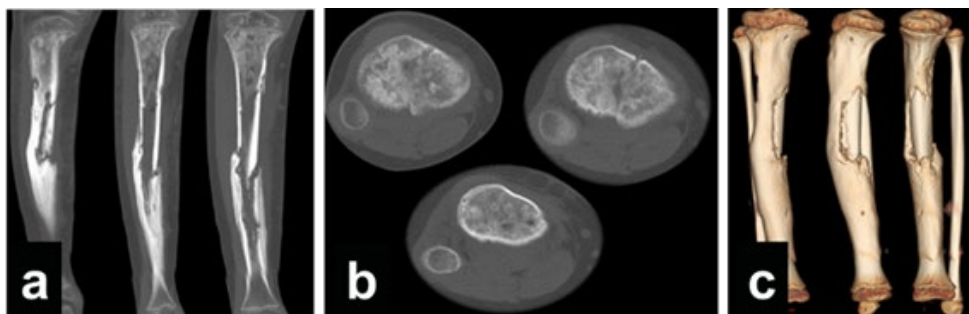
La TAC en sus cortes coronales (a), axiales (b) y reconstrucción 3D, demuestra engrosamiento anormal del hueso cortical afectado, cambios escleróticos, invasión de la cavidad medular, interrupción de la continuidad de la cortical, trayectos fistulosos y secuestros.
